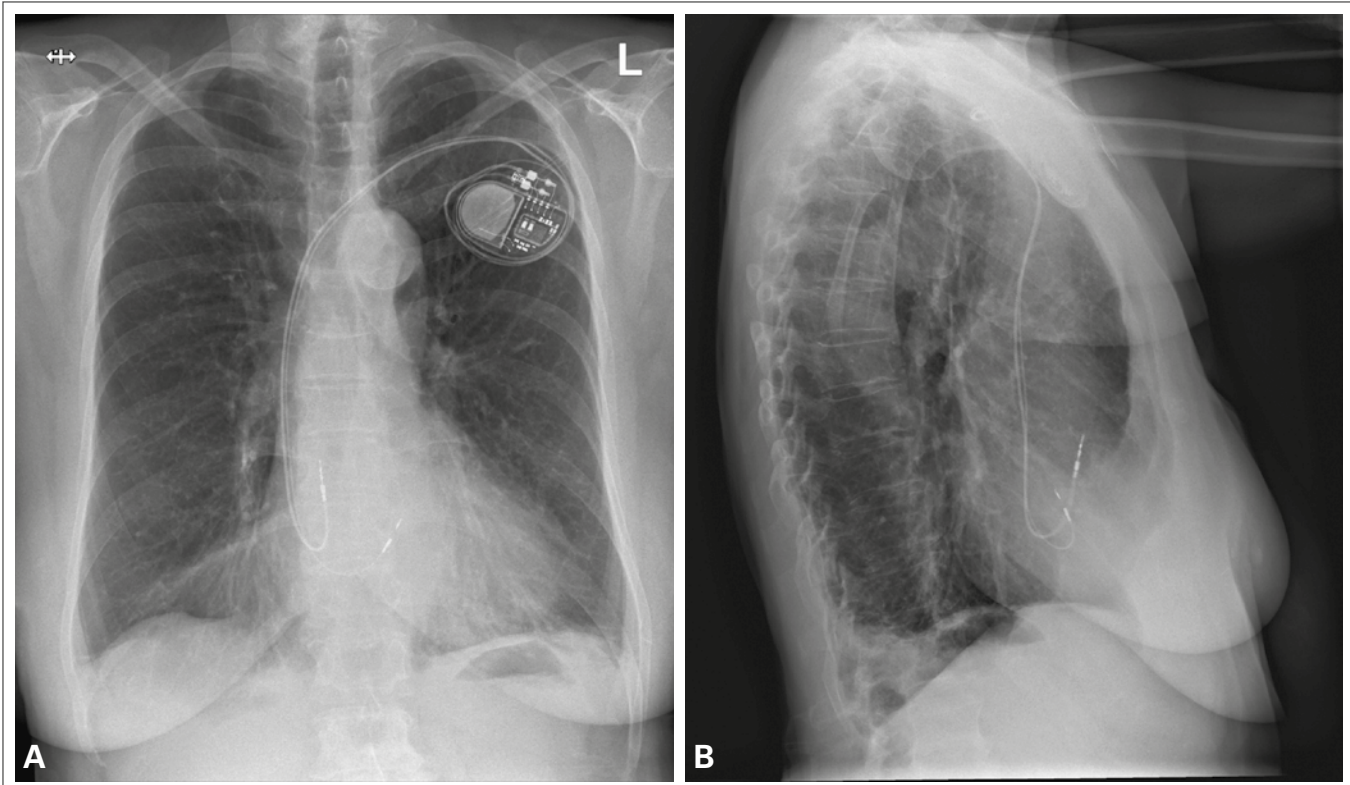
(A): His-Bündel-Pacing: Thorax-Röntgen a.p. (Quelle: Kepler Universitätsklinikum). (B): Thorax-Röntgen seitlich (Quelle: Kepler Universitätsklinikum).
